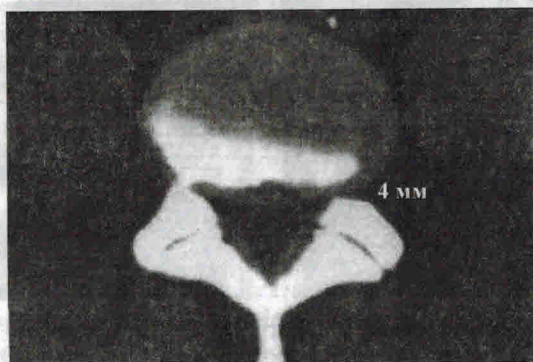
Равномерная циркулярная протрузия (4 мм) межпозвоночного диска
